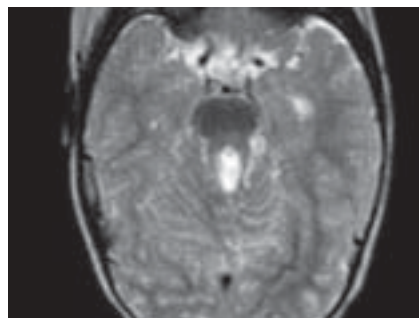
Ressonância Magnética Nuclear crânio encefálica (RMN CE), plano axial; "Dente molar" do mesencéfalo.
